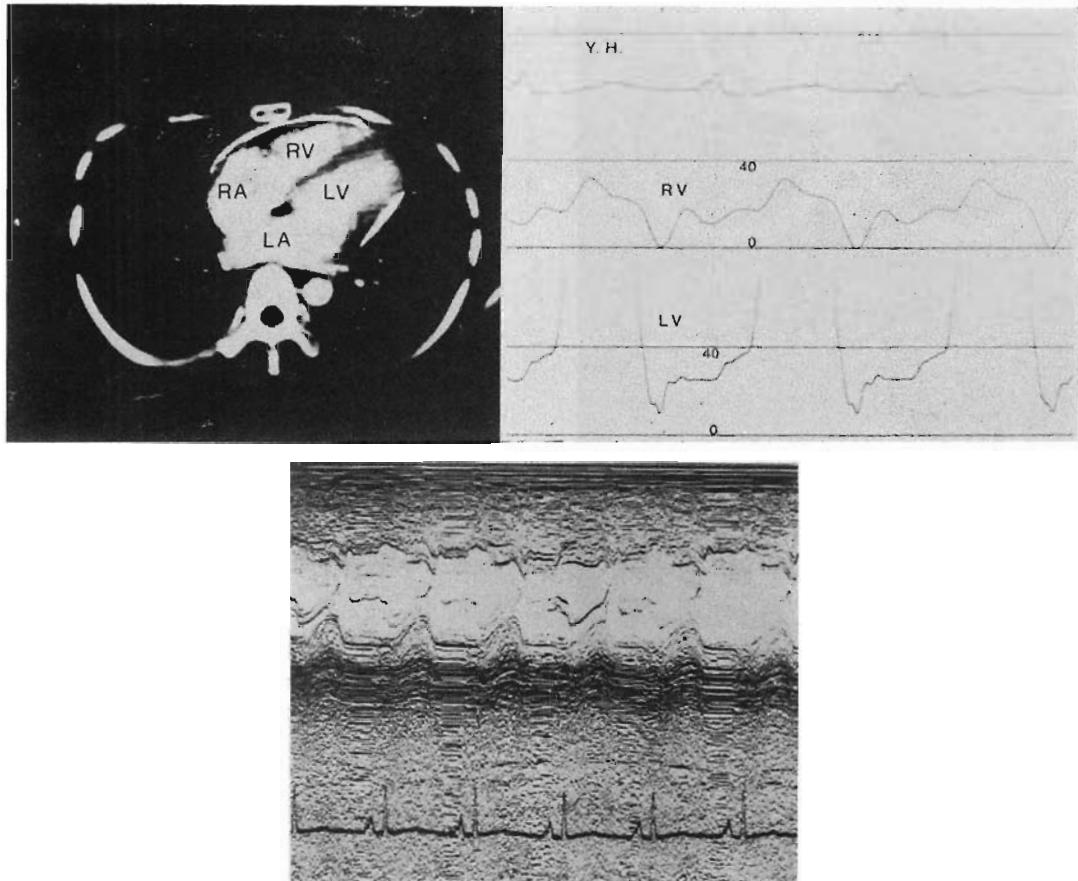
CT image, right and left ventricular pressures, and M-mode echocardiogram of a patient with constrictive pericarditis (34-year-old female).
